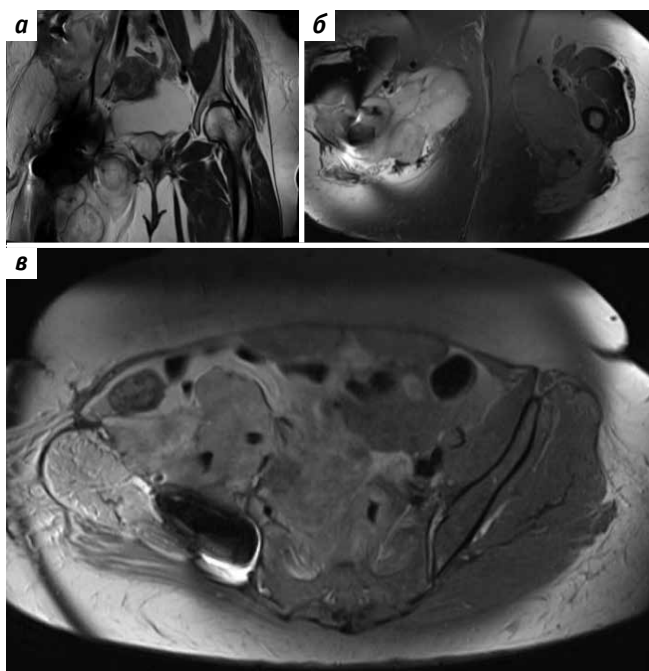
Магнитно-резонансная томография области таза: а – режим T2, коронарная проекция; б, в – режим PD (аналог жироподавления) в аксиальной проекции на разных уровнях
